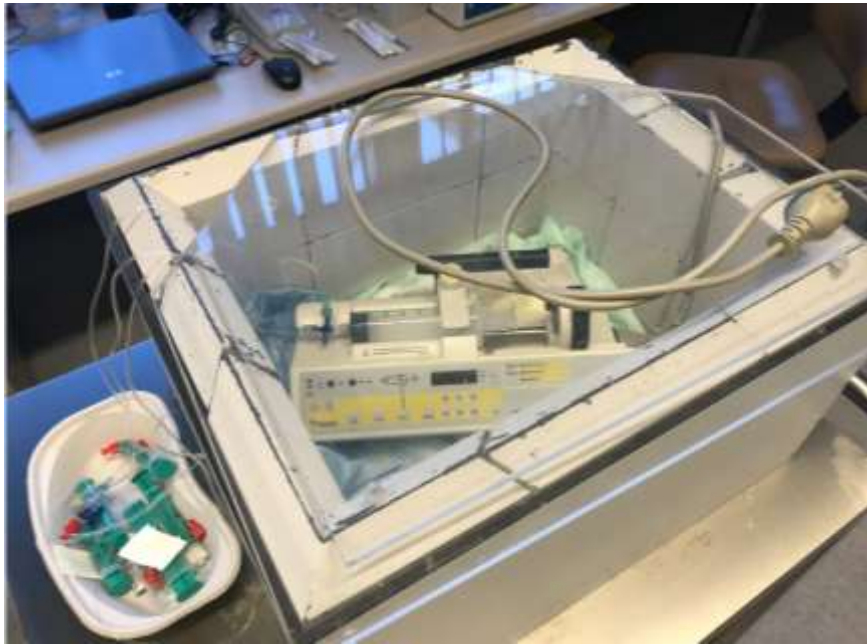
凱薩琳醫院之Lu-177-PSMA給藥系統。核醫藥物以設定好的針筒幫浦定速定量給藥，藥劑與幫浦一同置於鉛磚圍成的屏蔽內，一旁連接的是預備用以清洗導管內殘留藥劑的生理食鹽水、視病患情況偶爾會使用的輻射敏感性化療藥物和氨基酸溶液。此為較舊型的給藥方式，新型給藥裝置使用鎢作為屏蔽材質，體積較小也方便移動。(照片為作者於凱薩琳醫院拍攝)
